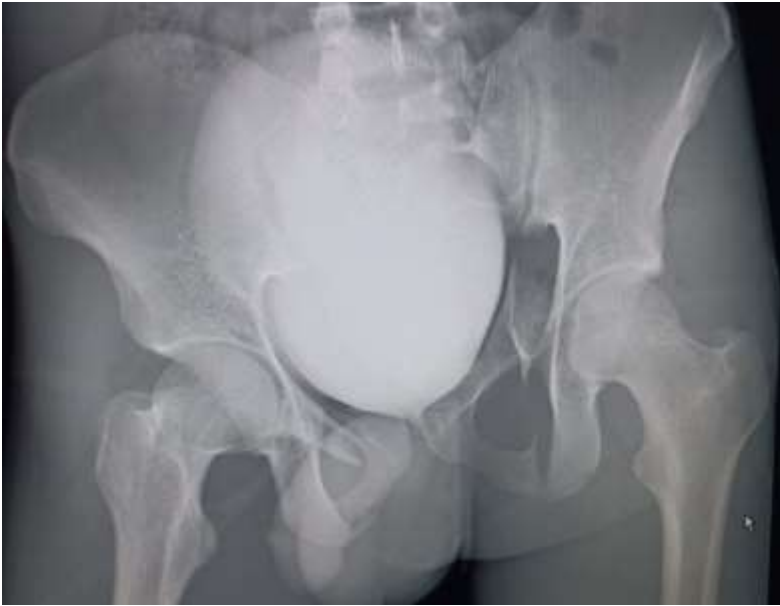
radiographie du bassin de face-réduction de la luxation
